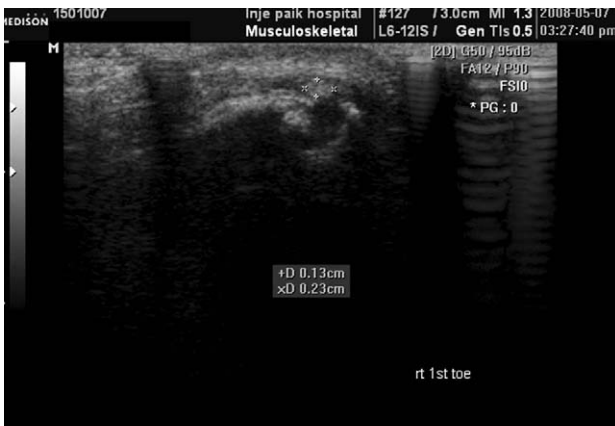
(A) Ultrasonographic finding of 1st interphalangeal joint.
